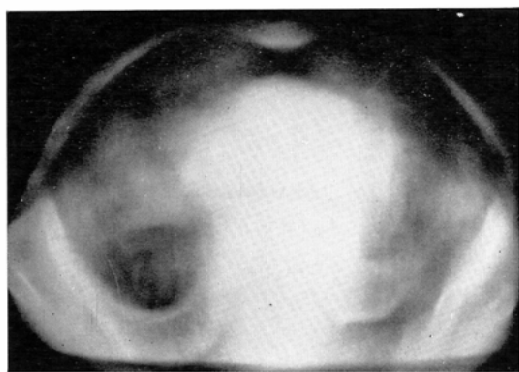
Rotatory cross section radiography of adult chest taken by the positioning of direct supine lay down on the radiographic table
